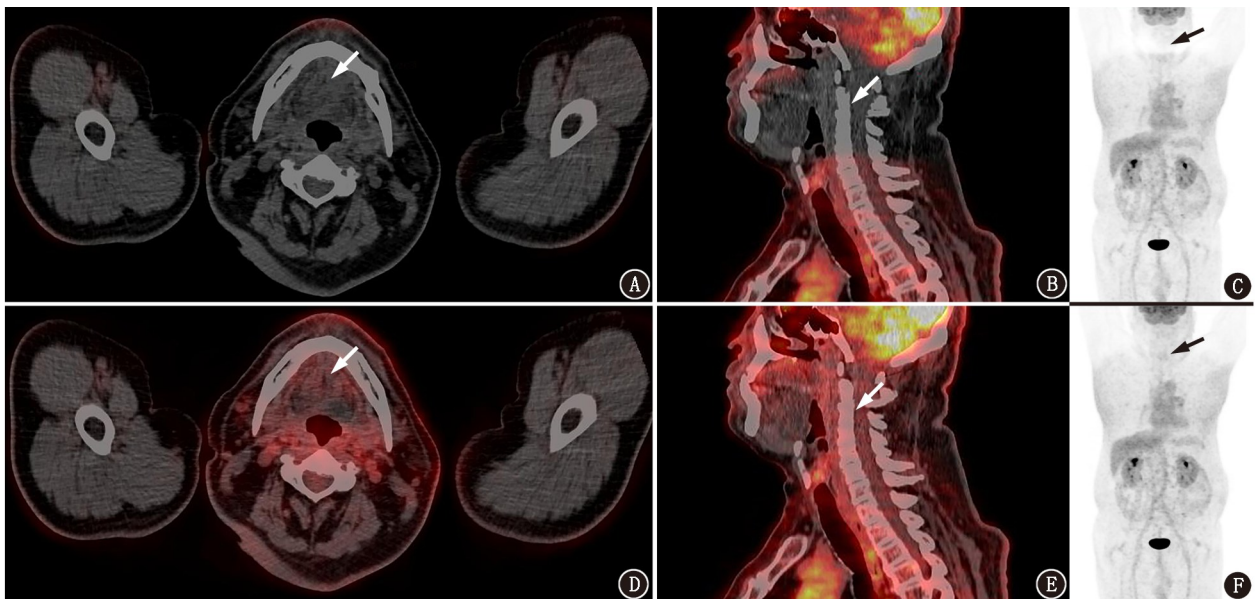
特殊显像病例位移组患者<sup>18</sup>F-FDG PET/CT 显像图(从左到右依次为轴位 PET/CT 融合图、矢状位 PET/CT 融合图、最大密度投影图; SUV 显示范围为 0~6)。患者男, 67 岁, 肺腺癌, 静脉注射<sup>18</sup>F-FDG(263 MBq) 后 1 h 行 PET/CT 显像, 采集过程中双上臂移动。A~C: 相对散射校正方式重建的图像, 可见手臂及颈部周围出现横条状放射性缺损(箭头示), 图像质量评估为重度伪影; D~F: 绝对散射校正方式重建的图像, 可见伪影得到显著改善(箭头示), 图像质量评估为无伪影
